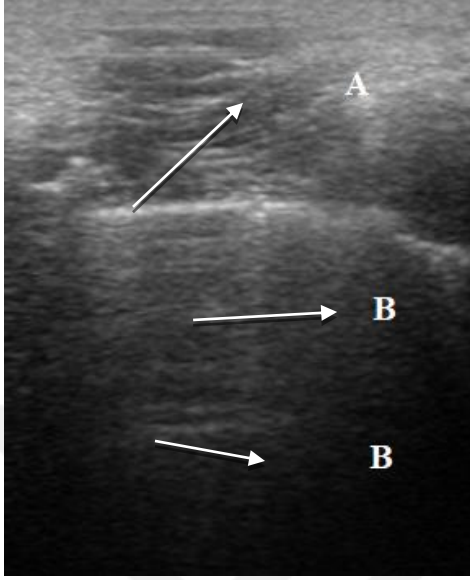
Akciğerin ultrasonografik görünümü.
